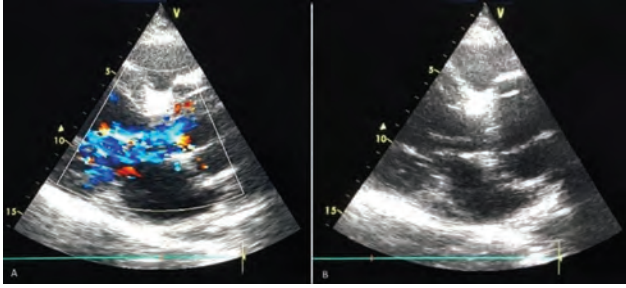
Transthoracic echocardiographic view of the patient. (A) Moderate aortic regurgitation in parasternal view. (B) Dacron graft in parasternal view.
